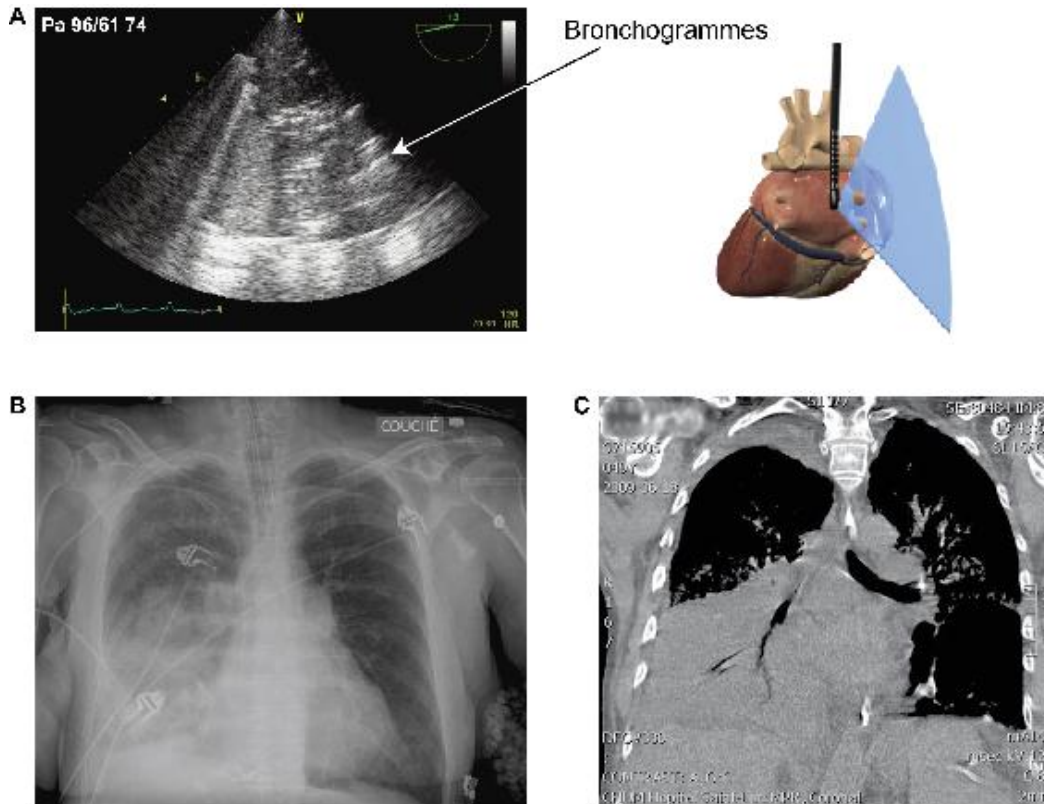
Pneumonie après greffe hépatique chez une patiente de 58 ans instable hémodynamiquement. (A) L'échographie transesophagienne révèle une consolidation du poumon droit. Noter l'aspect hétérogène du poumon avec zones hyperdenses blanches qui correspondent à des bronchogrammes. (B, C) Radiographie pulmonaire et tomographie coronale correspondantes. (Avec permission de Denault et coll. Transesophageal Echocardiography Multimedia Manual 2011). *
